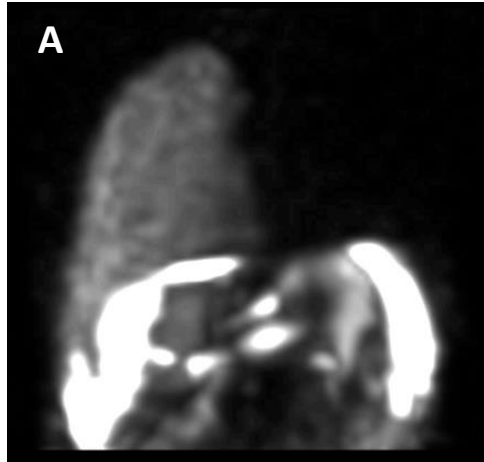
(Continuación) Gammagrafía peritoneal con  $^{99m}\text{Tc-DTPA}$  de una mujer con antecedente de insuficiencia hepática crónica y hepatocarcinoma. Reconstrucción coronal de SPECT/CT(C) y tomografía con ventana para pulmón (D), corte axial de SPECT/CT (E) y tomografía en corte axial con ventana para pulmón (F), que muestran con tránsito anormal del radiofármaco a cavidad pleural derecha que corresponde con derrame pleural derecho, que por lo antecedentes fue compatible con hidrotórax hepático. El tratamiento consistió en administración de diurético y continuo en protocolo para trasplante hepático por antecedente de hepatocarcinoma.
